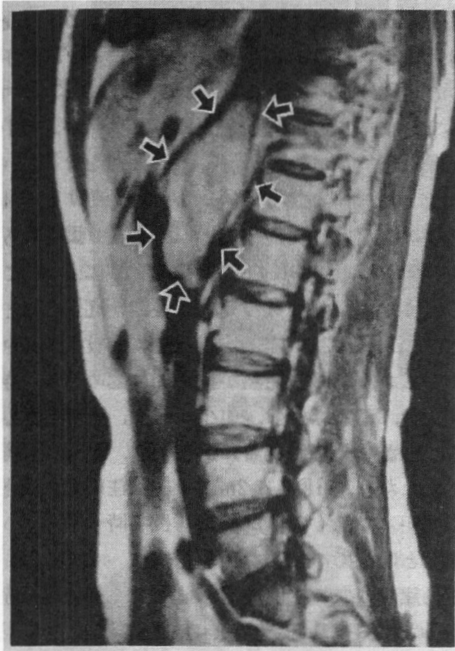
側面 MRI 像：下大静脈内腫瘍塞栓は、肝後面に位置し長径10.5cm, 短径3.5cm であり、上端は肝静脈流入部に達する。
